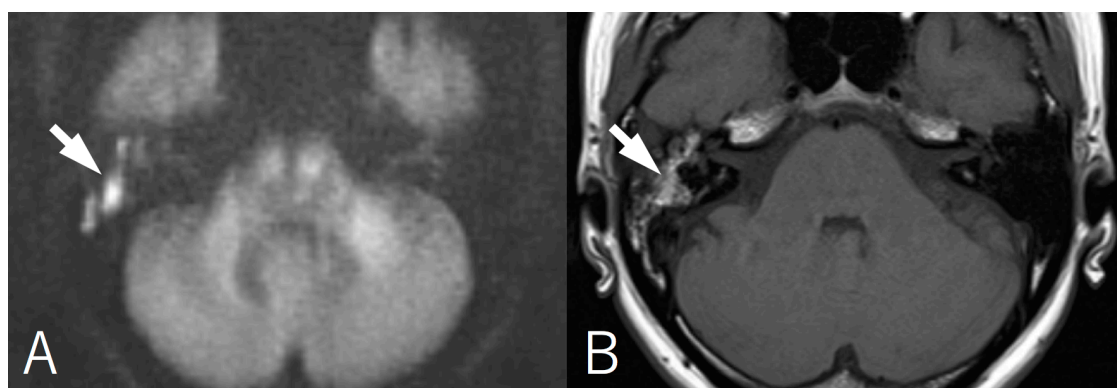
non-EP DWI で高信号を呈したコレステリン肉芽腫. A, non-EP DWI で, 右中耳に高信号のコレステリン肉芽腫が見られる (矢印). B, T1WI では同病変は高信号を呈している (矢印). 病変部の大きさは 12mm.
